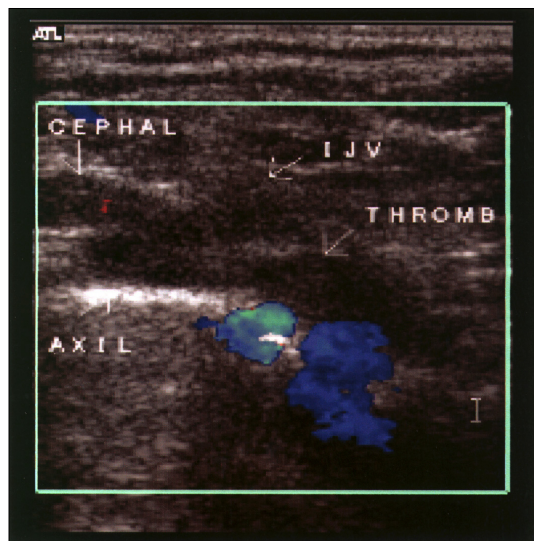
Neck Doppler showed the thrombus in Rt. Internal jugular vein, which extended to the distal portion of right brachiocephalic vein.
